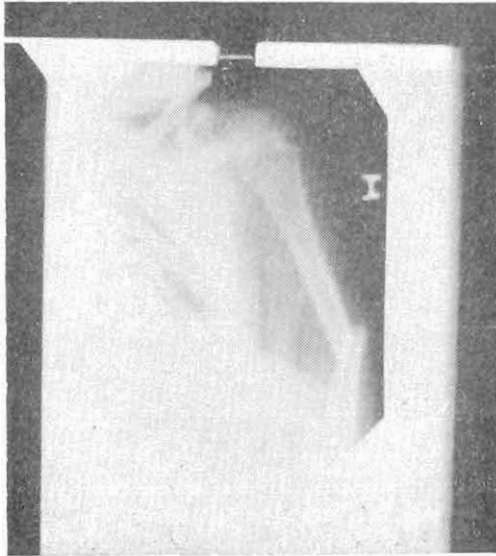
(Caso 3). Radiografía del Antebrazo Izquierdo. En el brazo y antebrazo izquierdo se aprecia: fracturas del húmero en su tercio medio, con desplazamiento hacia afuera y atrás del fragmento distal, angulación de abertura óntero interna y cobalgamiento de más o menos un centímetro, luxación hacia arriba y adelante del radio.
